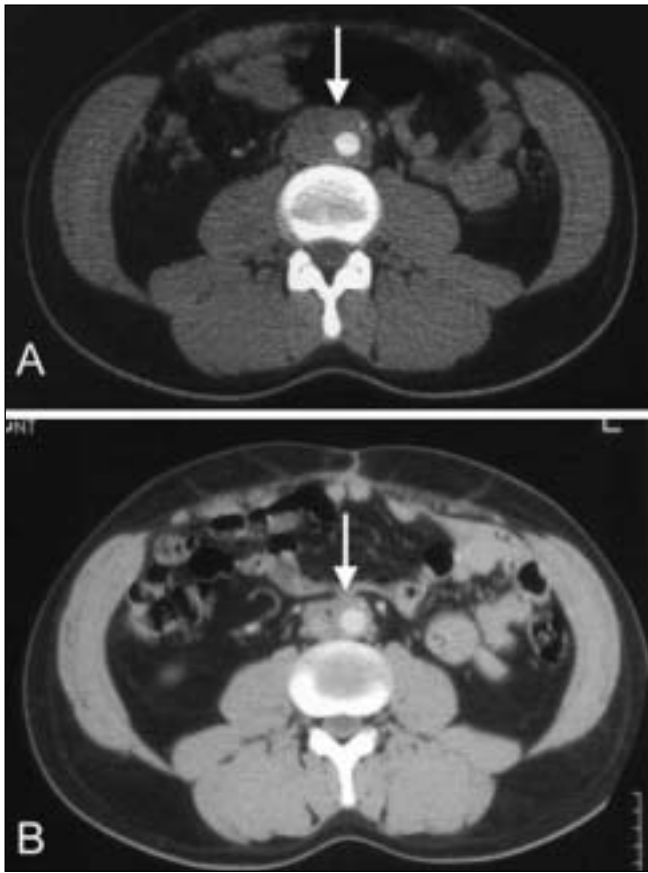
TC addome-pelvi con mezzo di contrasto in un paziente con fibrosi retroperitoneale idiopatica; si osserva la presenza di un voluminoso manico-cotto periaortico (freccia) all'esordio della malattia (A) e la sua riduzione dopo 9 mesi di terapia con prednisone (B).
